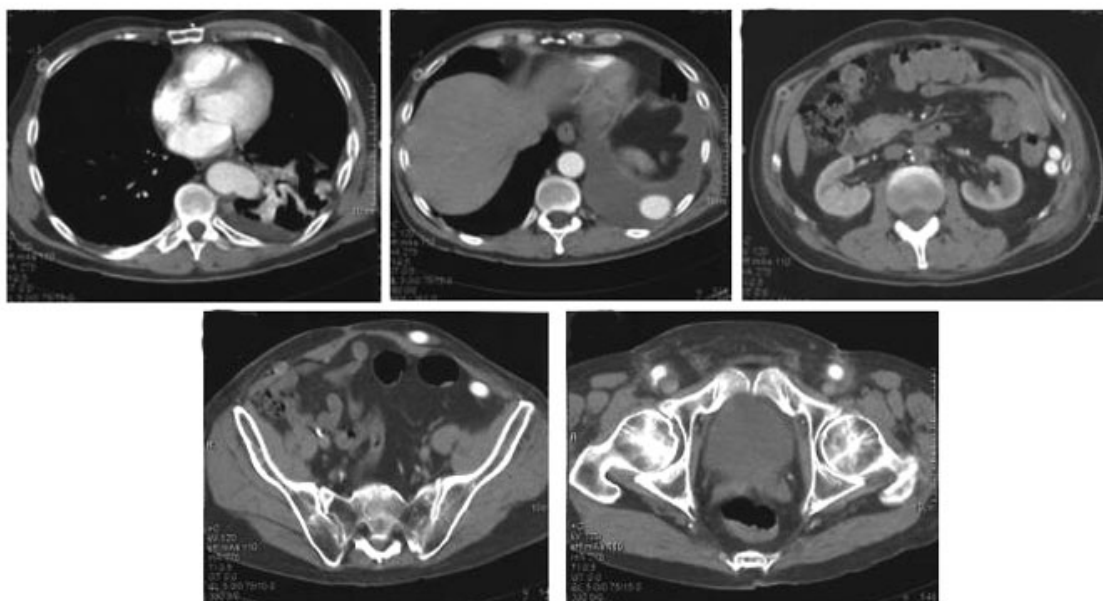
TDM post-opératoire montrant le pontage aortique anastomosé sur la partie basse de l'aorte thoracique descendante ainsi que son trajet extra-anatomique rétro-péritonéal vers les artères fémorales
